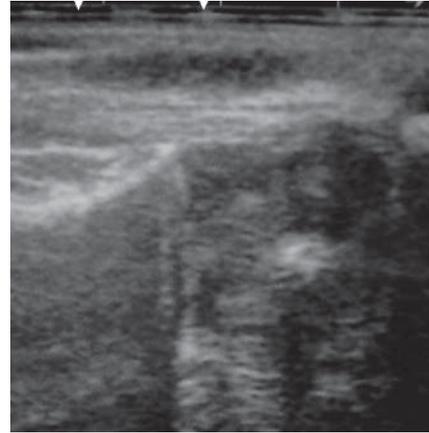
Ultrasonido del tendón de Aquiles tres semanas después de la tenotomía. Obsérvese disminución en el tamaño del hematoma e imágenes hiperecoicas en su interior, compatibles con aparición de fibras tendinosas nuevas.
